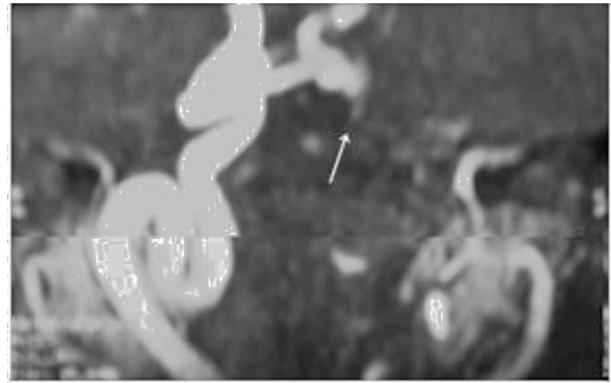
Corte coronal de angiografía por resonancia magnética craneal: se observa ausencia de arteria carótida izquierda (flecha), vaso intercavernoso transelar y carótida aberrante aumentada de calibre.
